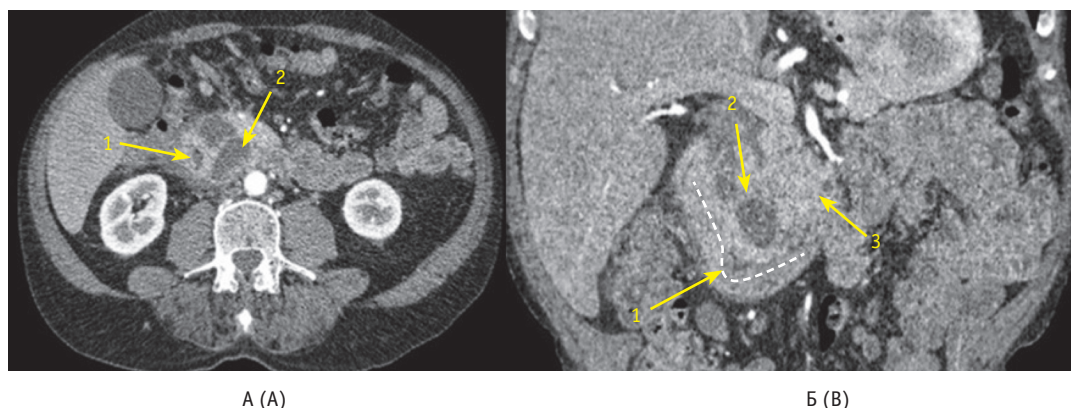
Компьютерная томография, артериальная фаза: А – аксиальная проекция; Б – фронтальная проекция: 1 – просвет двенадцатиперстной кишки (ДПК); 2 – кистозные образования в борозде между головкой поджелудочной железы (ПЖ) и стенкой ДПК; 3 – паренхима головки ПЖ. Пунктиром обозначен просвет ДПК
